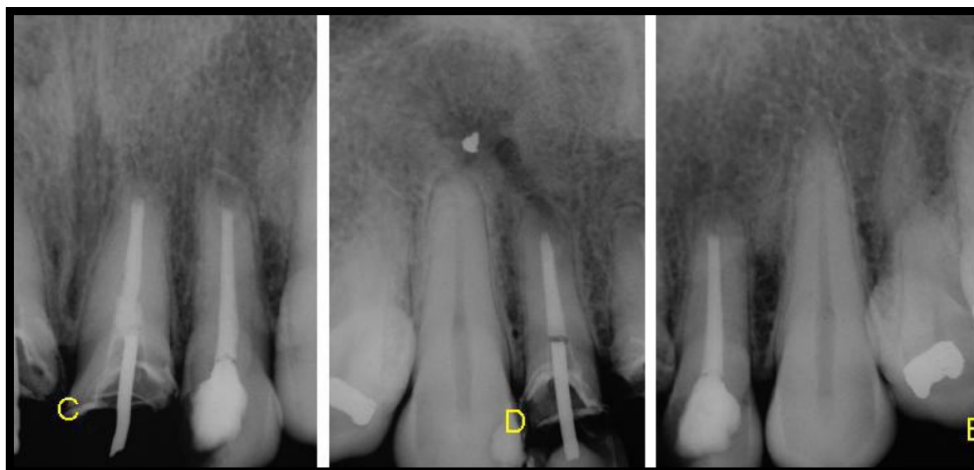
13D, 13E- Radiografia dos 08 meses com neoformação óssea completa. Adaptado de: Sette-Dias et. al., 2010.
